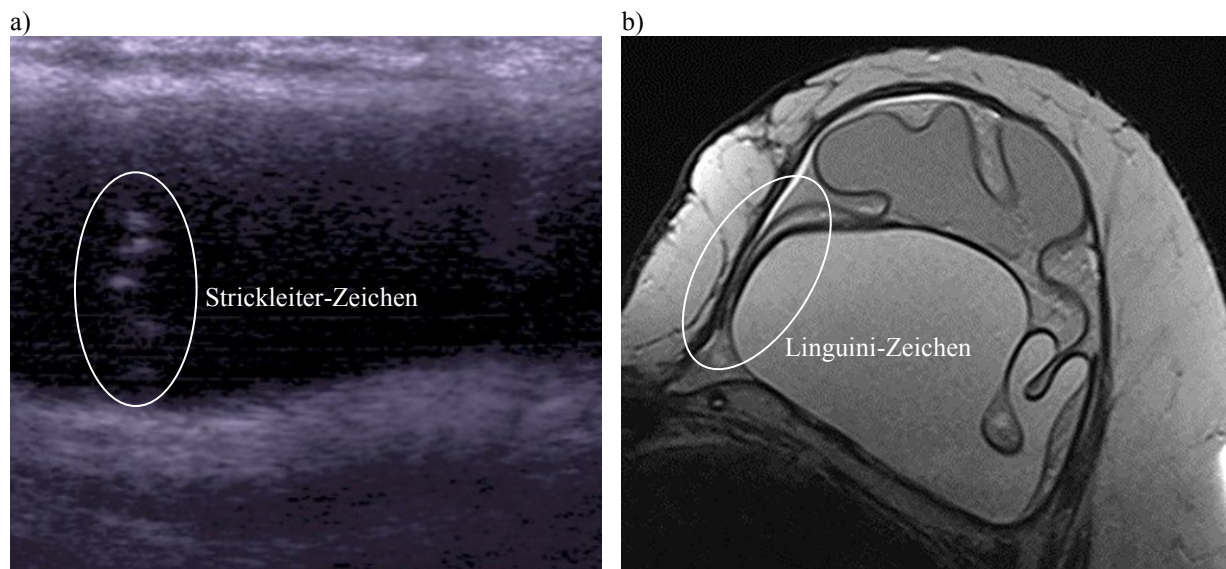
Bildgebende Diagnostik eines Patienten mit einem defekten SBI a) Strickleiter-Zeichen im Ultraschallbild, b) Linguini-Zeichen im MRT-Bild (Doppellumen-Implantat). Die SONO- und MRT-Aufnahmen wurden von DR. P. RUSCH und DR. C. JONKMANN-S-NOWACKI vom Universitätsklinikum Essen zur Verfügung gestellt.
